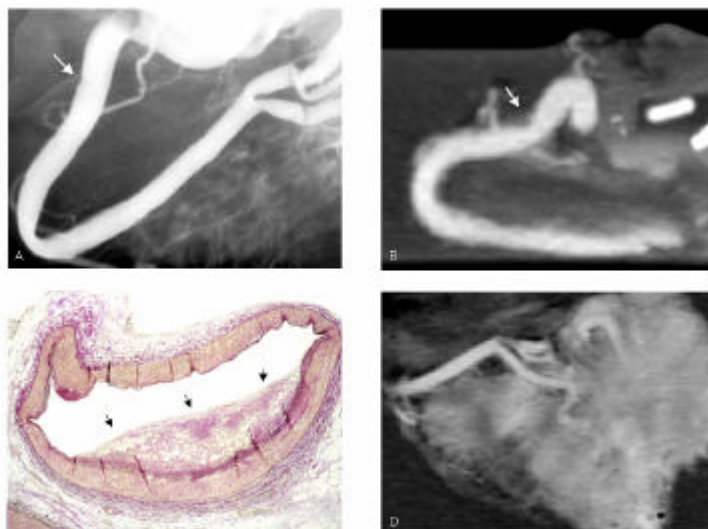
A. Angiographie der RCA (Herz 2). Diskrete Wandunregelmäßigkeit (Pfeil, entspricht ca. 5 cm ab Ostium). B: CT-Koronarangiographie der RCA (Herz 2). Nicht verkalkter Plaque (Pfeil) mit ca. 30%-iger Lumeneinengung. C: Histo-Präparat zu dem mit Pfeil gekennzeichneten RCA-Abschnitt (EvG, x70). - Atherosklerotische Polsterbildung und ca. 30%-iger Lumeneinengung (schwarze Pfeile). D: CT-Koronarangiographie der distalen RCA bis zur Crux cordis (siehe Bild A).*
